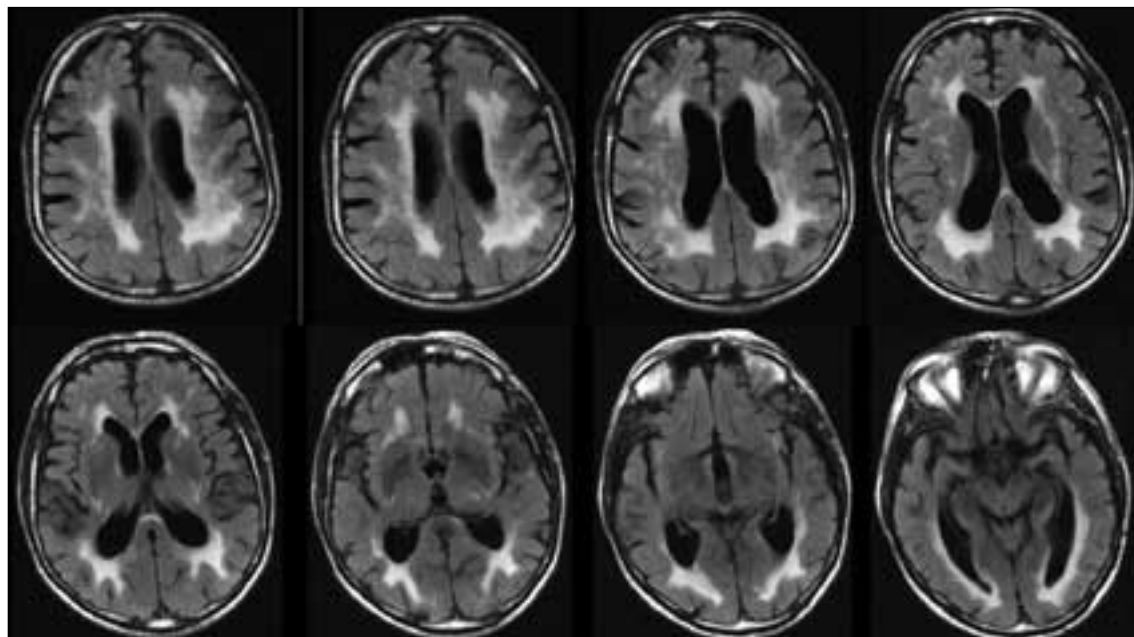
Resonancia magnética cerebral (secuencia FLAIR) de SGG. Afectación extensa de la sustancia blanca en regiones frontales, parietooccipitales y temporales. Ligera dilatación ventricular junto con atrofia cortical.
